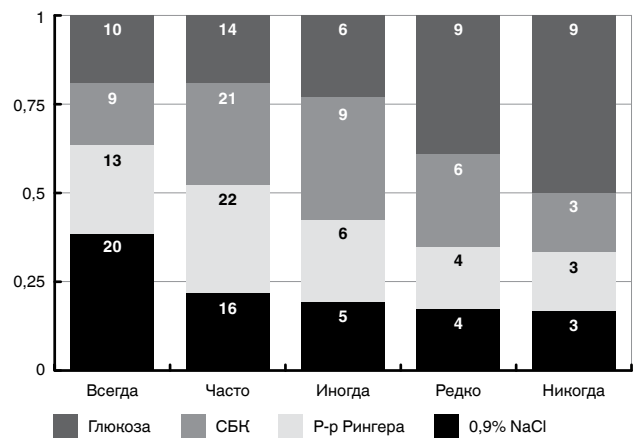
Выбор кристаллоидных растворов для проведения инфузионной терапии (СБК – сбалансированные кристаллоиды)
